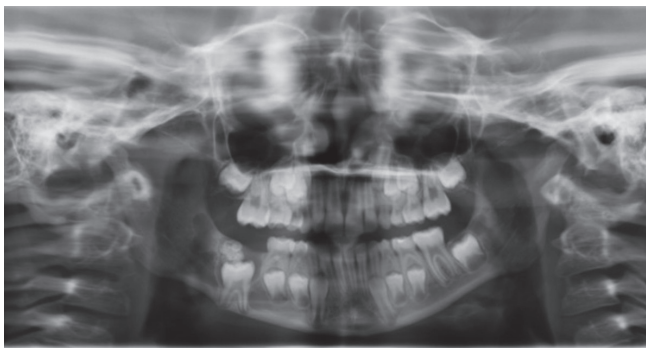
Ortopantomografía: imagen radioopaca que impide la erupción del 46.
